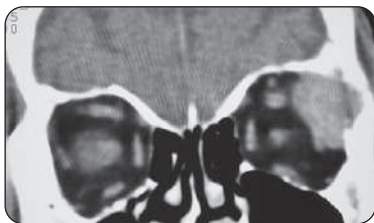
TDM en coupe coronale d'un carcinome de la glande lacrymale gauche, avec une érosion osseuse contiguë
